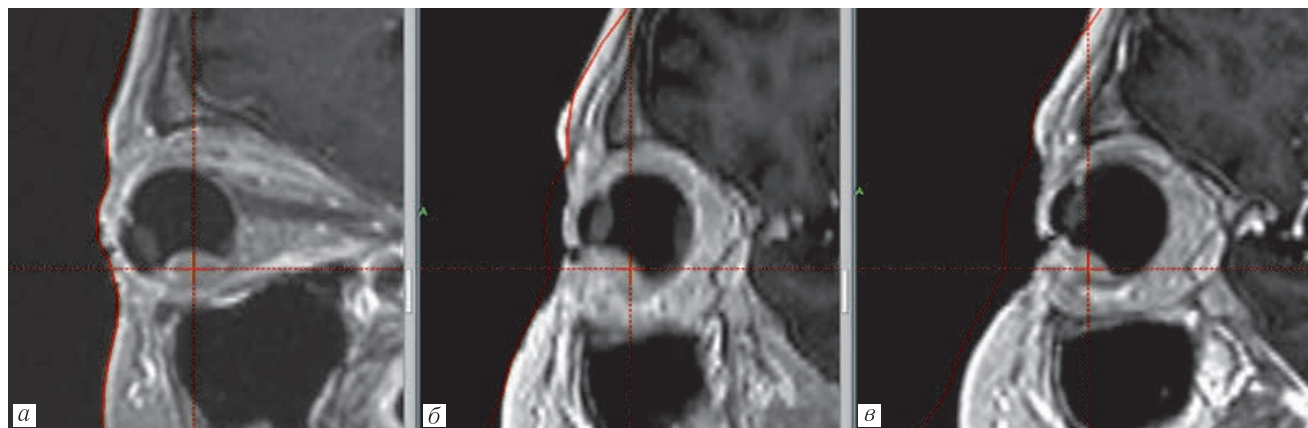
Динамика изменения размеров опухоли после стереотаксической лучевой терапии по данным МРТ: *а* — картина до лечения; *б* — через 6 месяцев после лечения; *в* — через 12 месяцев после лечения
